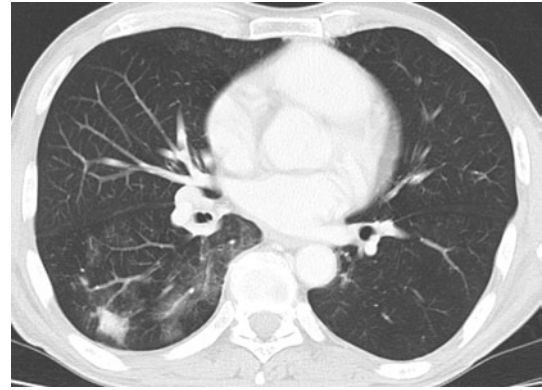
Computed tomography (CT) on admission showed a solitary lesion (19×20 mm) in the right lower lobe.
